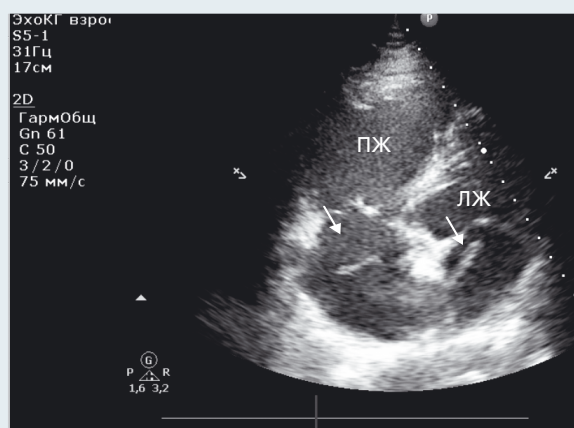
Эхокардиограмма: 2D трансторакальное эхокардиографическое исследование, 4-камерная позиция (В-режим). Выявлено увеличение правых отделов сердца. В полости ПП и ЛП визуализируется лентовидный тромб (стрелки), фиксированный в области овальной ямки и пролабирующий митральный и трехстворчатый клапаны
